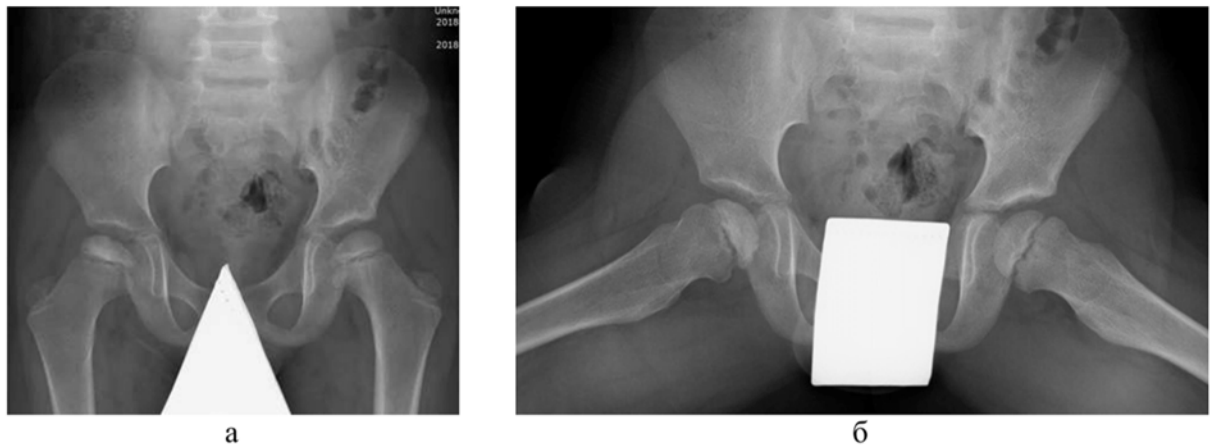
Рентгенограммы того же пациента П., 8 лет с АН головки бедренной кости: а, б – в прямой проекции и с отведением по Лаунштейну: снижение высоты эпифиза правой бедренной кости, изменение структуры эпифиза правой бедренной кости по типу «белая головка», расширение рентгеновской суставной щели правого тазобедренного сустава
